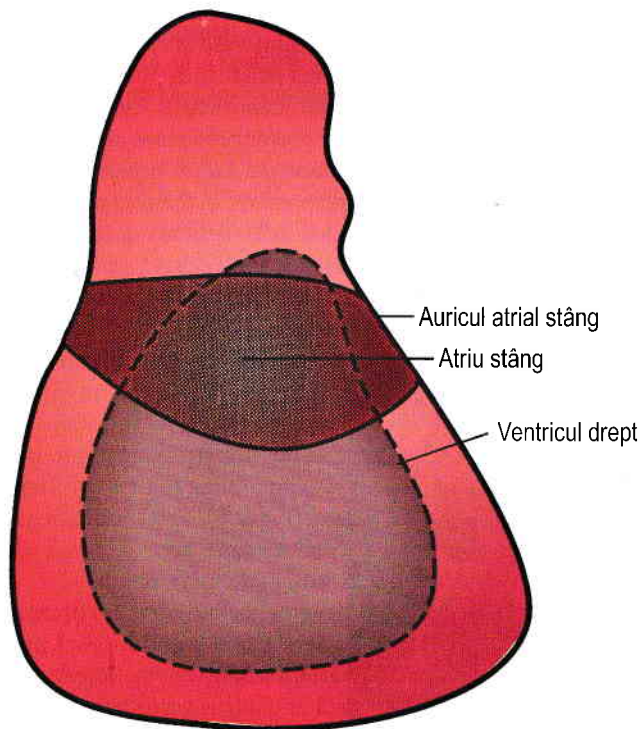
Localizarea atrului stâng și a ventriculului drept pe o radiografie pulmonară normală PA sau AP. Imaginea prezintă localizarea atrului stâng și a ventriculului drept supra-puse peste umbra cardiacă, evidențiind faptul că niciuna dintre aceste camere nu se poate vedea pe o achiziție normală în plan frontal.
